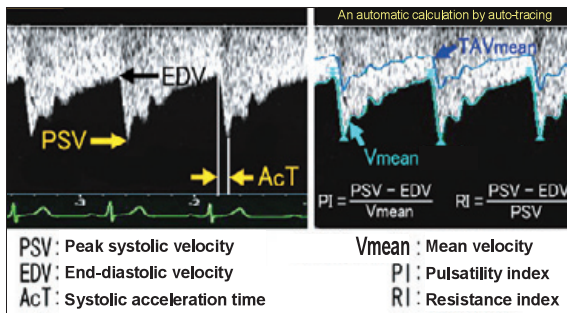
Parameters for Doppler evaluation of blood flow patterns
